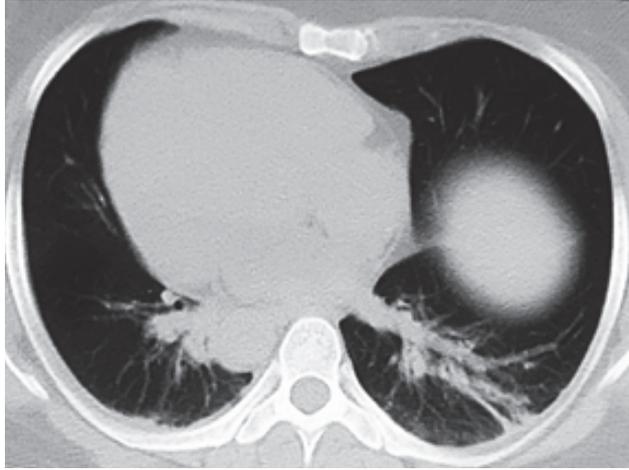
Tomografía de tórax. Engrosamientos peribroncovascular de ambos lóbulos inferiores y atelectasia laminar izquierda.
